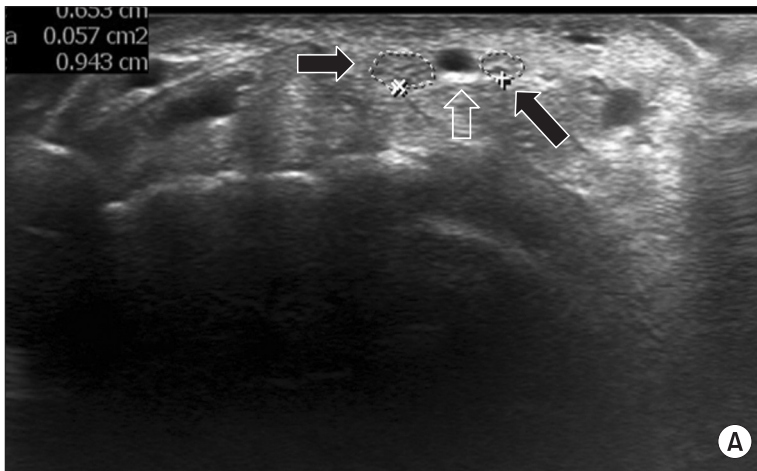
(A) Sonography of the right wrist shows bifid median nerve (solid arrows) and persistent median artery (open arrow). (B) Axial T2-weighted magnetic resonance imaging shows the ulnar trunk (open arrow) and radial trunk (open arrow) of the bifid median nerve and persistent median artery (solid arrow).
